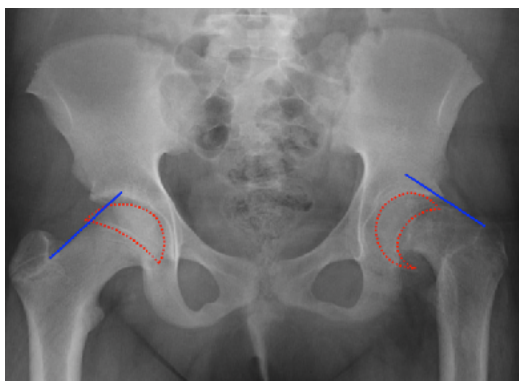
Línea de Klein en Radiografía de Pelvis AP.
